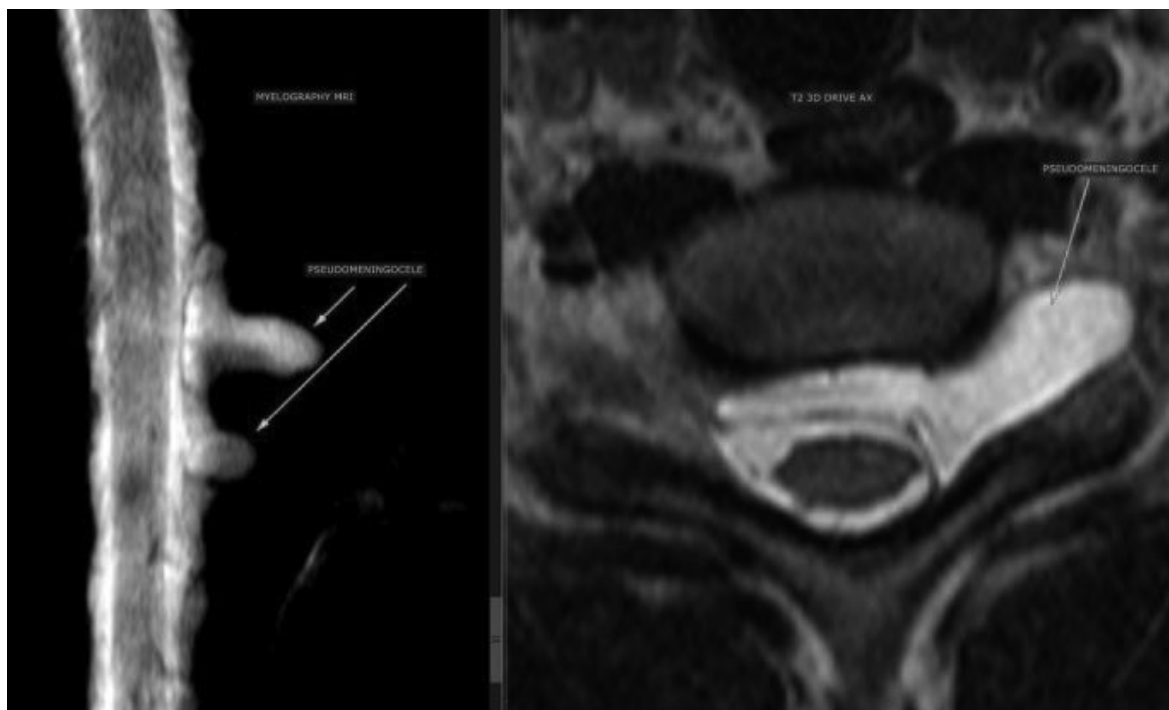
На МР-томограмі визначається псевдоменингоцеле з чітко вираженим T2-гіперінтенсивним МР-сигналом, який характерний для спинномозкової рідини
